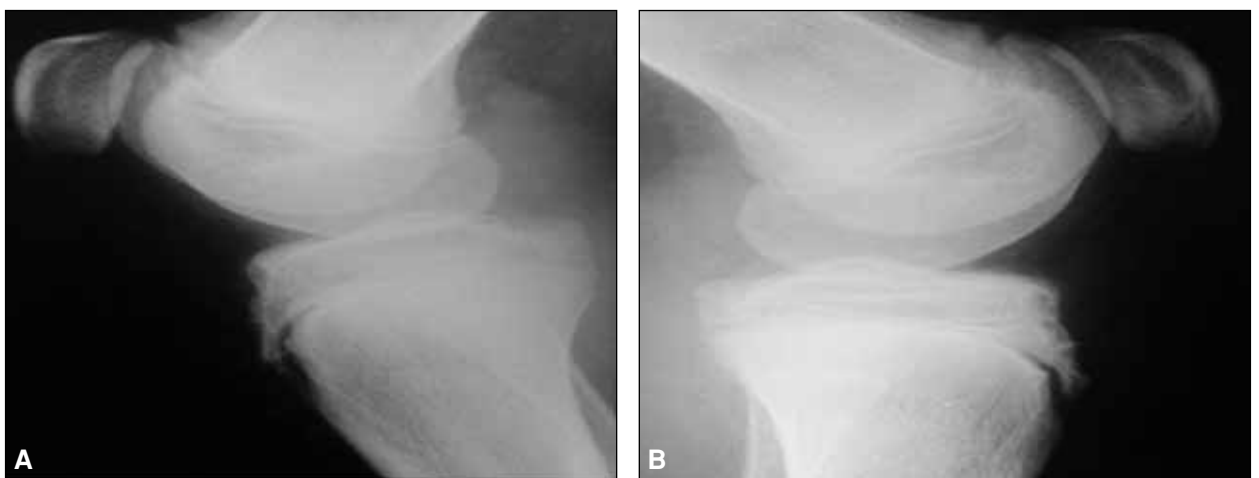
En las radiografías de perfil de rodilla se puede apreciar la fragmentación del núcleo de osificación de la tuberosidad anterior de la tibia, aunque no ocurre en este caso.
